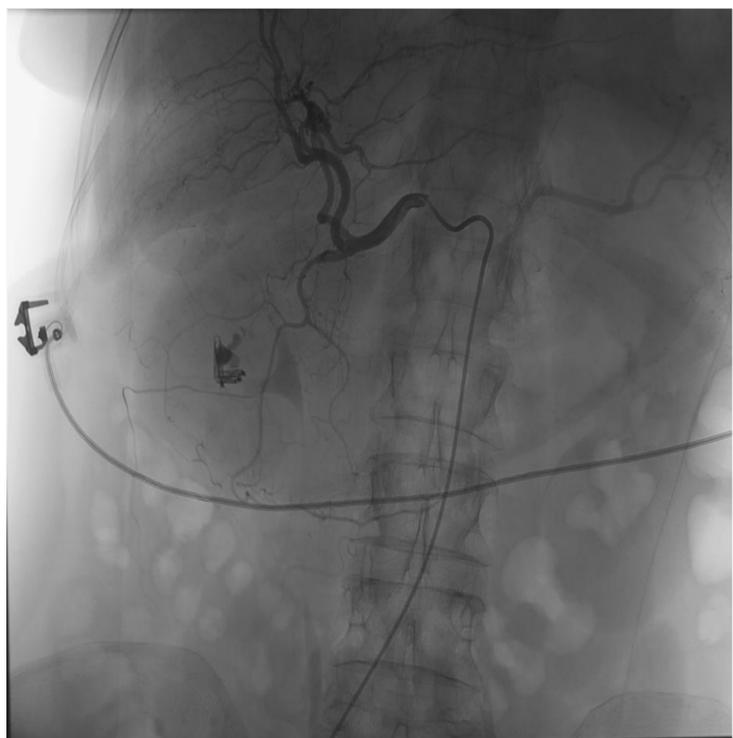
Sangrado activo post colocación de clips quirúrgicos de hemostasia en antro gástrico: a y b) cortes en axial de TC en fase arterial y portal donde se observa el “yet” de extravasación de contraste, c, d y e) arteriografía del tronco celiaco observando el foco de extravasación y posterior embolización suprselectivamente de la arteria gastroduodenal con glubran/lipiodol.
